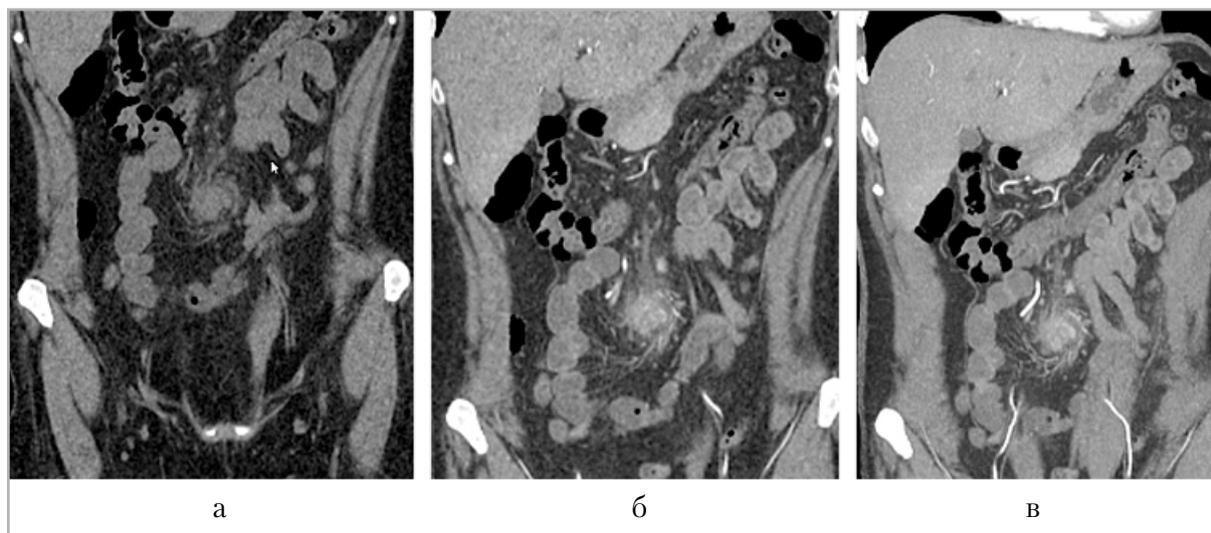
Пациентка 56 лет. Мультисрезовые компьютерные томограммы, МIP-реконструкции в нативную (а), артериальную (б) и венозную (в) фазы во фронтальной плоскости. В проекции корня брыжейки определяется неправильной формы гетерогенное, гиперденсное образование, неоднородное по структуре, с неровными и нечеткими контурами (инфильтрат). Иностранных структур внутри образования отчетливо не определяется
